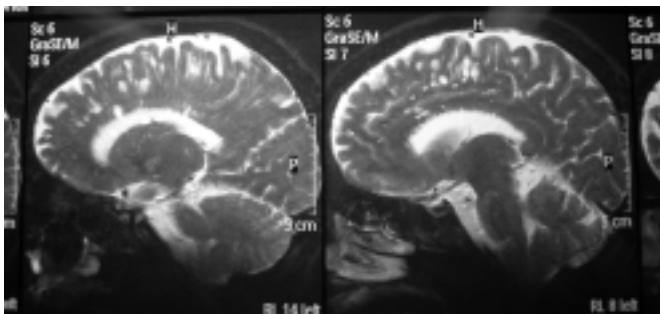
IRM en cortes sagitales secuencia T2 donde se observan lesiones hiperintensas subcorticales y rodeando al cuerpo calloso.
